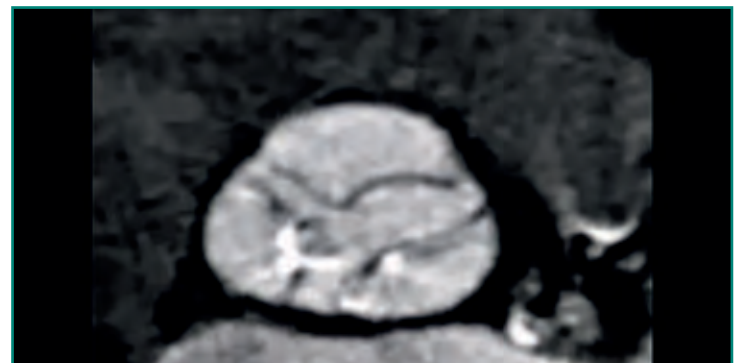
Válvula aórtica en TC con calcificación degenerativa y limitación a la apertura.
